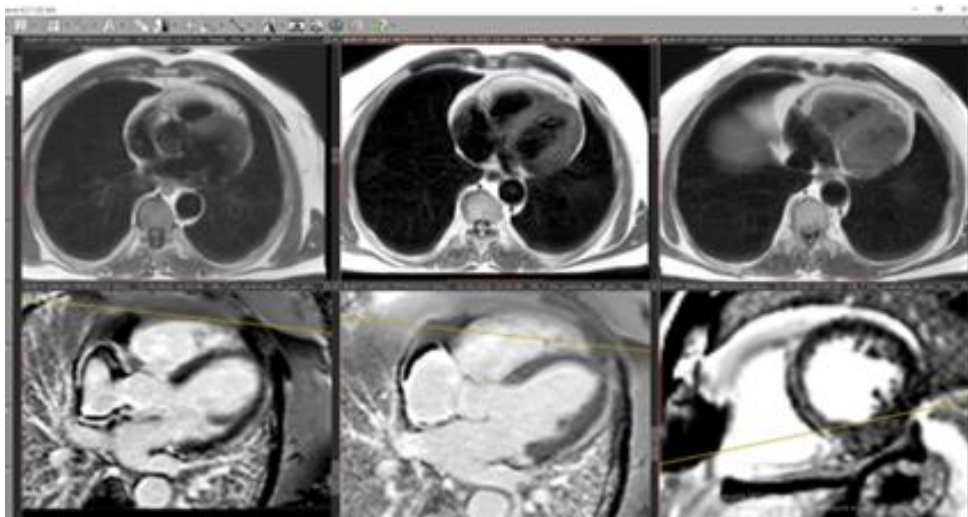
Фрагменты магнитно-резонансной томографии сердца пациента Б.
